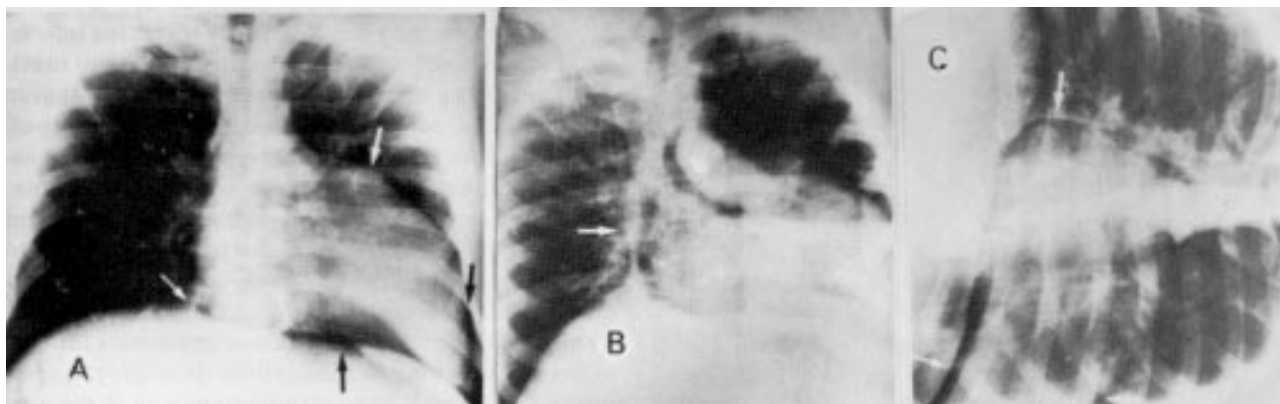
Caso 1: A) Após instalação de pneumotórax artificial destaca-se o coração rodeado pelo ar injetado (flechas); B) pneumomediastino, com dissecação de estruturas vasculares (flecha) já delineando a cavidade direita do pericárdio (flecha); C) radiografia com a técnica preconizada por Ellis e col. (decúbito esquerdo com raios horizontais) — típico deslocamento para baixo da massa cardíaca e ascensão do ar delimitando bordo mediastínico pleuropericárdico direito.
